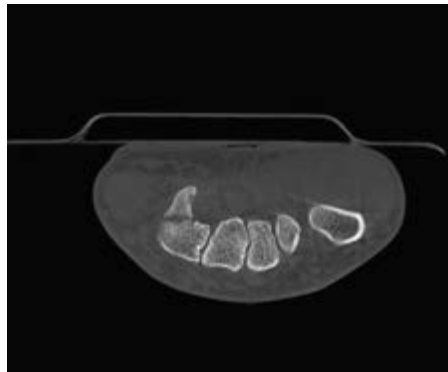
Cone-beam-CT einer Basisfraktur des Hamulus ossis hamati
